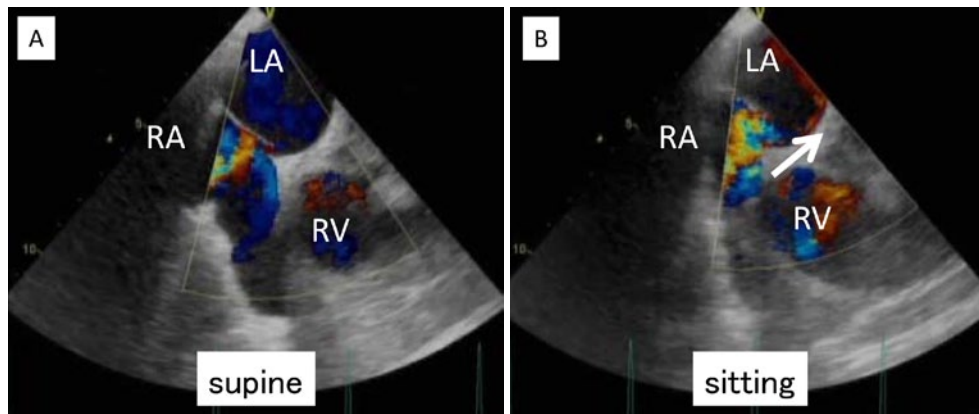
Color Doppler flow with transesophageal echocardiography in supine position (A) and in sitting position (B). There is a right-to-left shunt through a foramen ovale (arrow) in the sitting position, but not in the supine position, and the flows were seen as mosaic colors within the left atrium. RA, right atrium; LA, left atrium; RV, right ventricle.
